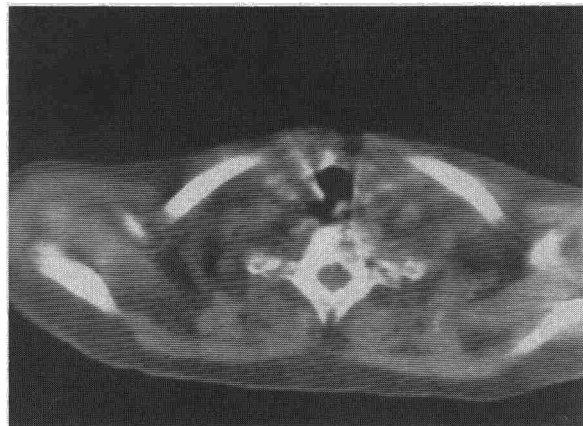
La TC muestra la formación diverticular y la amplia comunicación con la luz traqueal.
